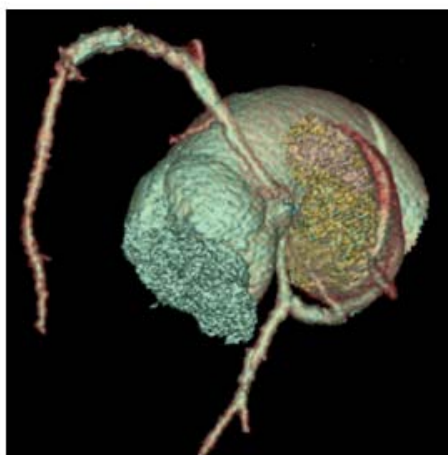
Anomalie d'implantation coronarienne avec trajet inter-artériel. A. Agénésie du tronc commun avec naissance séparée de l'artère interventriculaire antérieure (IVA), de l'artère circonflexe (ACx) et de l'artère coronaire droite (ACD) du sinus droit, avec trajet inter-aorto-pulmonaire de l'IVA. B. ACD donnant naissance au tronc commun (TC) qui prend un trajet inter-aorto-pulmonaire. C. ACD et TC naissant séparément du sinus droit avec trajet inter-aorto-pulmonaire. D. ACD naissant du TC avec trajet inter-aorto-pulmonaire. E. ACD naissant du sinus gauche avec trajet inter-aorto-pulmonaire. F. Naissance isolée de l'IVA du sinus D avec trajet inter-aorto-pulmonaire(43)
